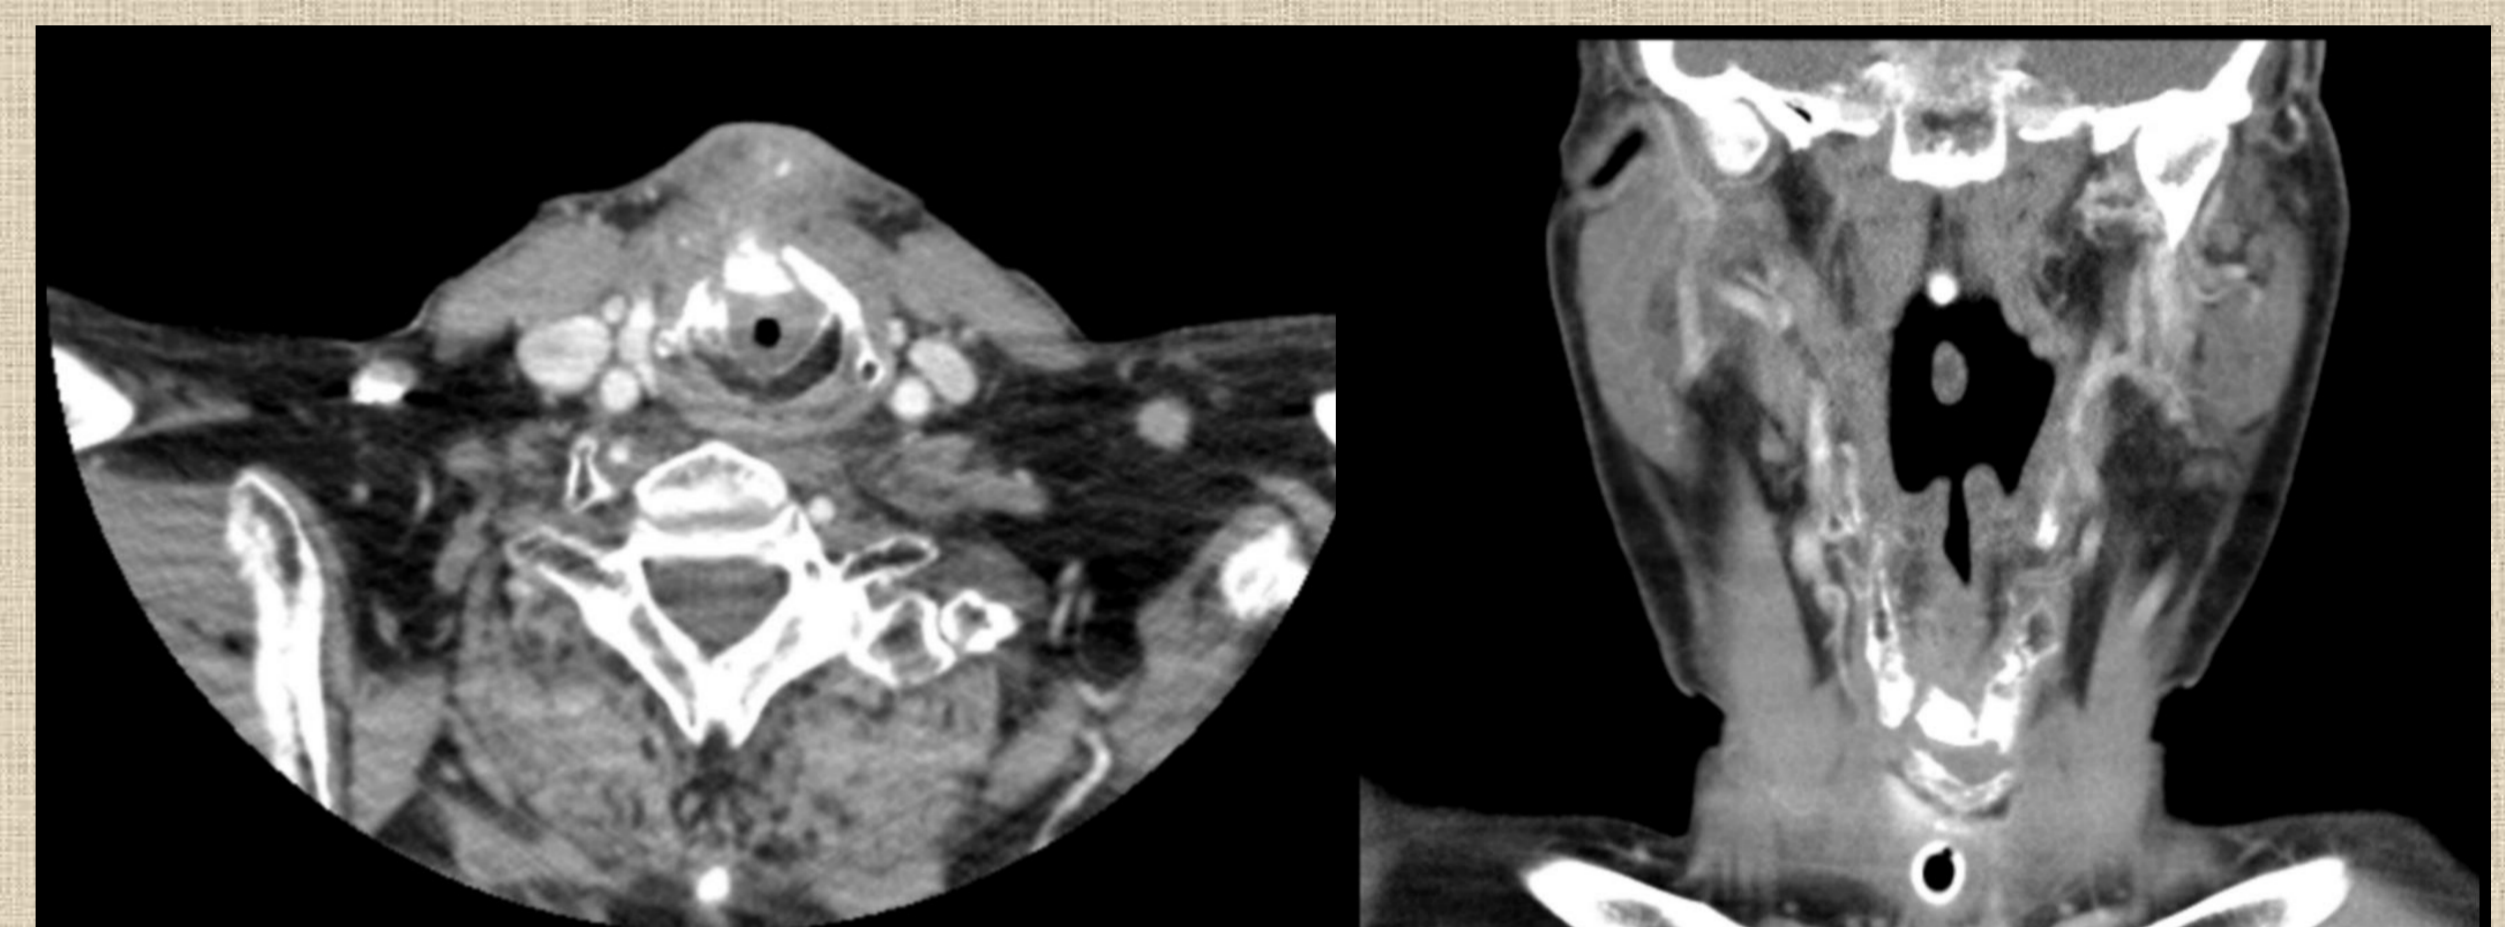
Cortes axial y sagital de TAC: Cambios a nivel de luz laríngea en área supraostomal y trayecto fistuloso a nivel de cartílago tiroides.
